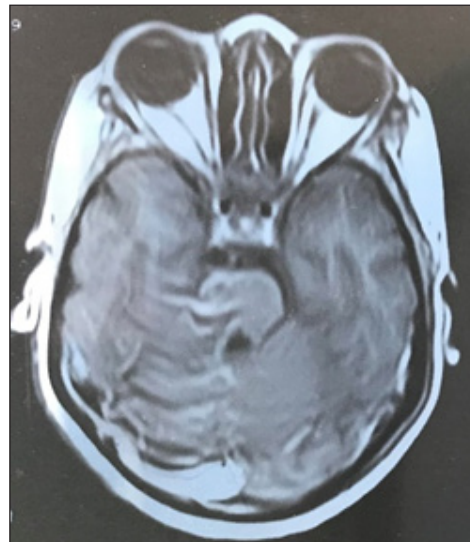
Angio-IRM cérébral montrant TVC non occlusive du sinus sagittal supérieur droit / Cerebral angio-MRI showing non-occlusive TVC of the right upper sagittal sinus
